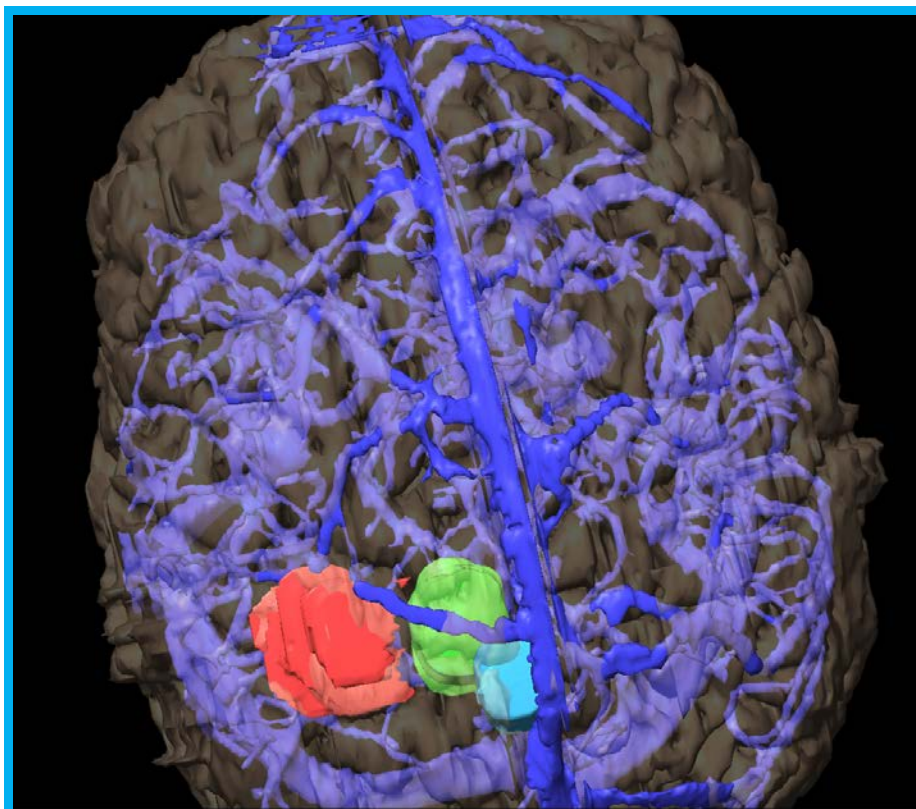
Planificación quirúrgica con el neuronavegador visualizándose las venas en la angio RM.
